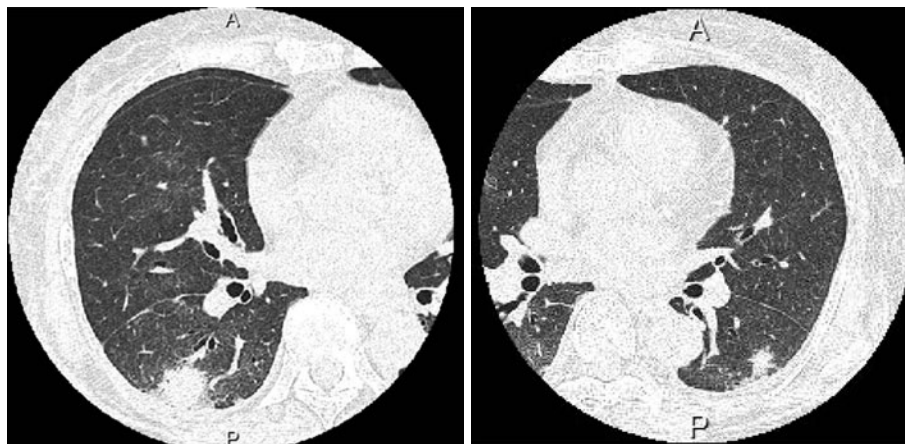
High-resolution CT of the chest on admission revealed slight ground-glass opacity in the bilateral lower lobe of lung. Also, a solitary nodular lesion was found among the ground-glass opacity in the S₆ of the right lower lung.
